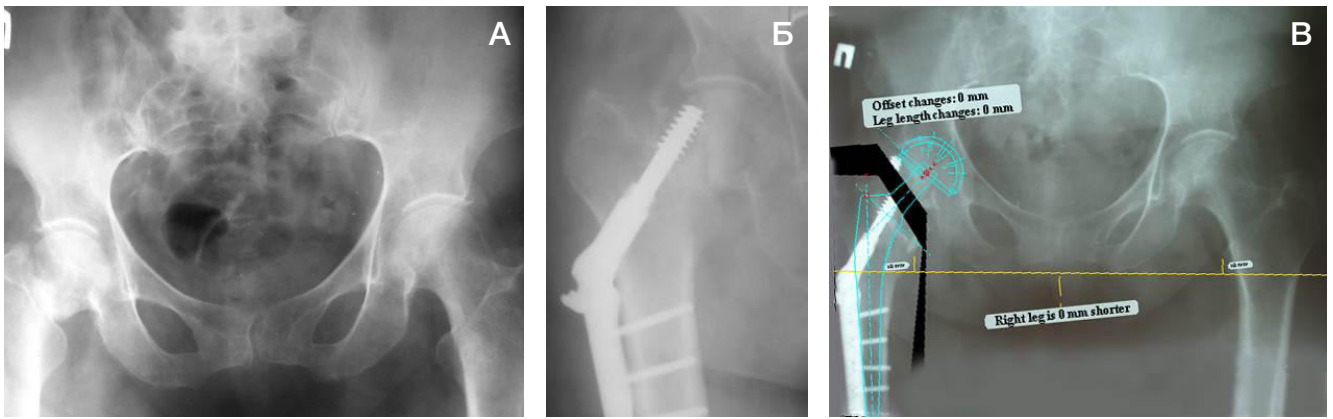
Обзорная рентгенограмма таза, правого ТБС в прямой проекции пациента 73 лет. Диагноз: состояние после остеосинтеза системой DHS. Ложный сустав шейки правой бедра. А. Рентгенограмма при поступлении на оперативное лечение- остеосинтез системой DHS правого бедра. Б. Рентгенограмма после остеосинтеза системой DHS. В. Определение размеров и позиционирование компонентов эндопротеза с помощью программы ТравмаКад, версии 2.4. (Планируемый размер вертлужного компонента — 50, бедренного компонента — 4.)
